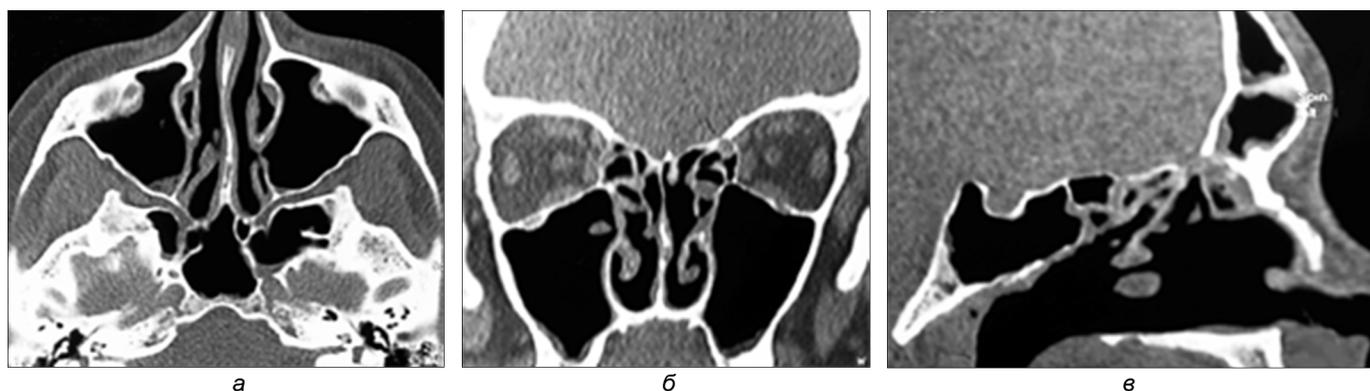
Компьютерные томограммы больного К. через 7 сут от начала лечения: в аксиальной проекции (а); в коронарной проекции (б); в сагиттальной проекции (в). Воздушность в околоносовых пазухах восстановлена, в синусах определяется неравномерное пристеночное утолщение слизистой оболочки до 1—2,5 мм, содержимое жидкостной плотности отсутствует.
